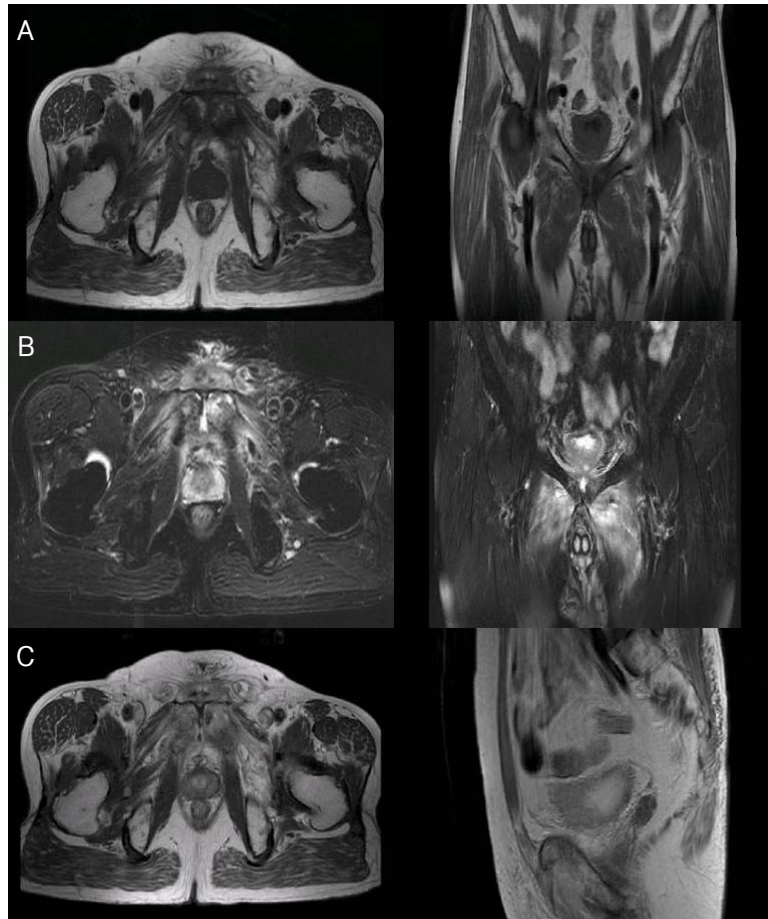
A) T1-weighted MRI of the pelvis shows decreased signal within medial aspects of both pubic bones, adductor muscle, and around soft tissue, B) T2-weighted transverse MRI of the pelvis shows increased signal within medial aspects of both pubic bones, adductor muscle, and around soft tissue, C) gadolinium enhanced T1-weighted MRI of the pelvis shows decreased signal within central area with peripheral enhancement.
